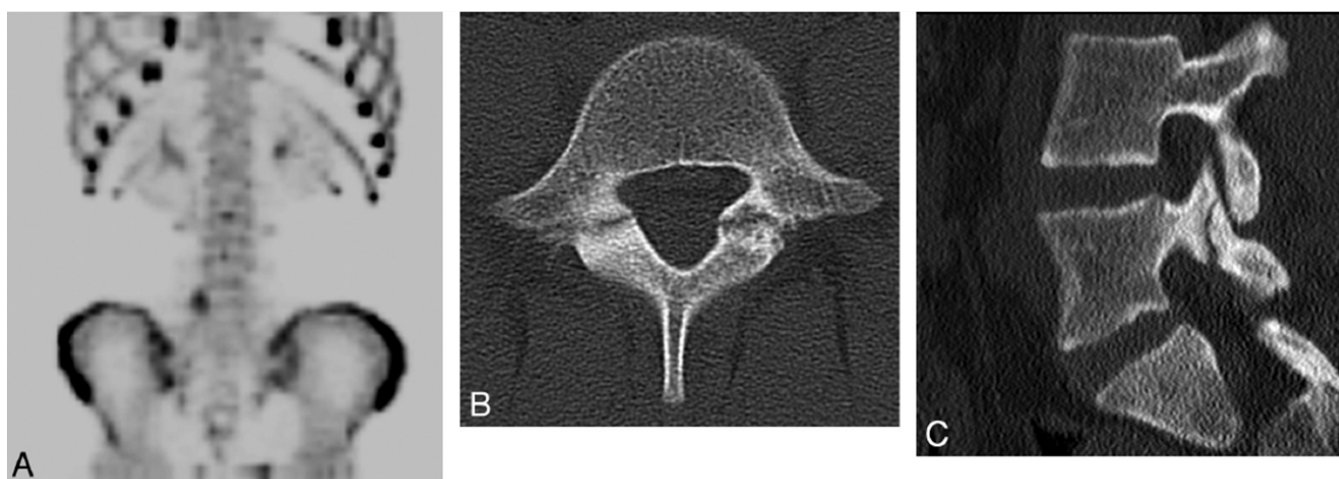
Espondilolisis en niña de 13 años. A. Gammagrafía demuestra un incremento de la captación en el lado derecho de la pars interarticularis de L5. B. TC axial se objetiva una espondilólisis bilateral de L5. C. TC sagital muestra espondilolisis de pars interarticularis derecha de L5.
